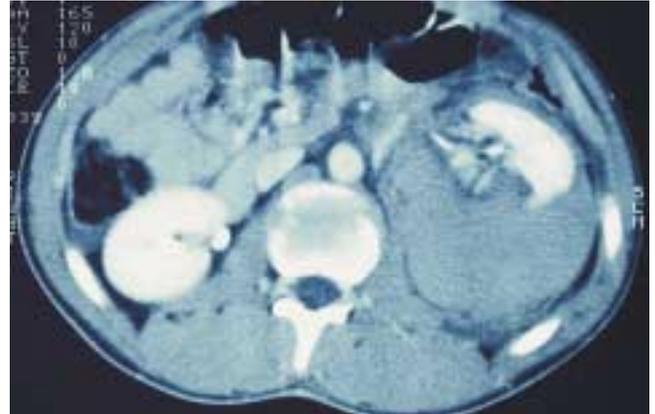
CT: Nierenruptur mit umgebendem Hämatom
